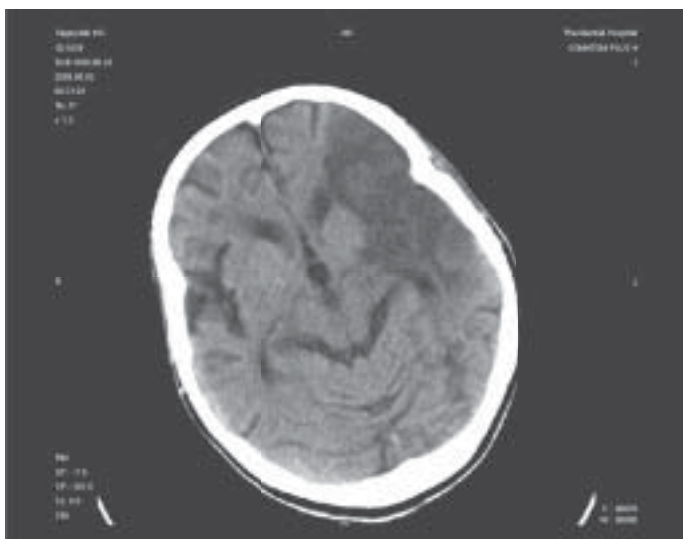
КТ головного мозга пациента из группы с обширным ишемическим инсультом.
